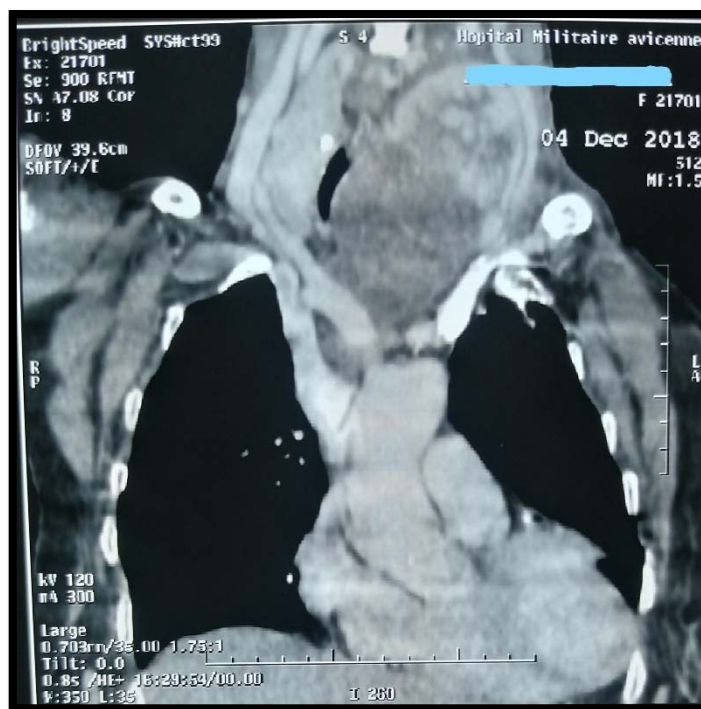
TDM cervico-thoracique en coupe coronale révélant un volumineux goitre prédominant à gauche comprimant la trachée et arrivant au contact du TABC et de l'artère carotide commune gauche (iconographie du service)
